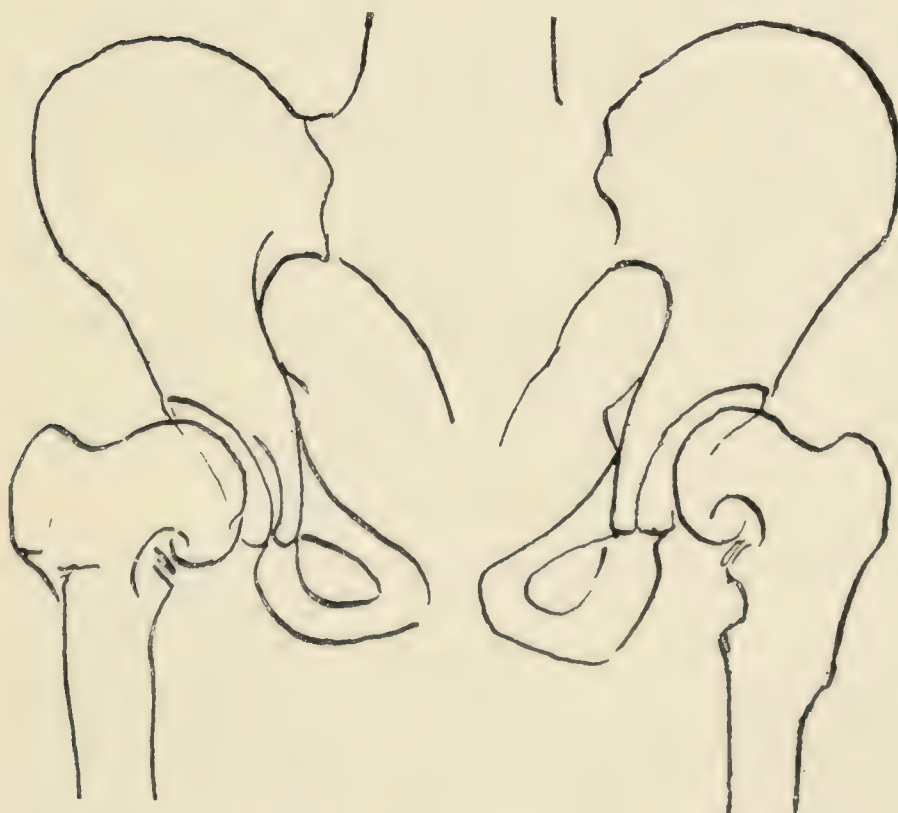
Skizze der Radiographie von Fig. 1136.
